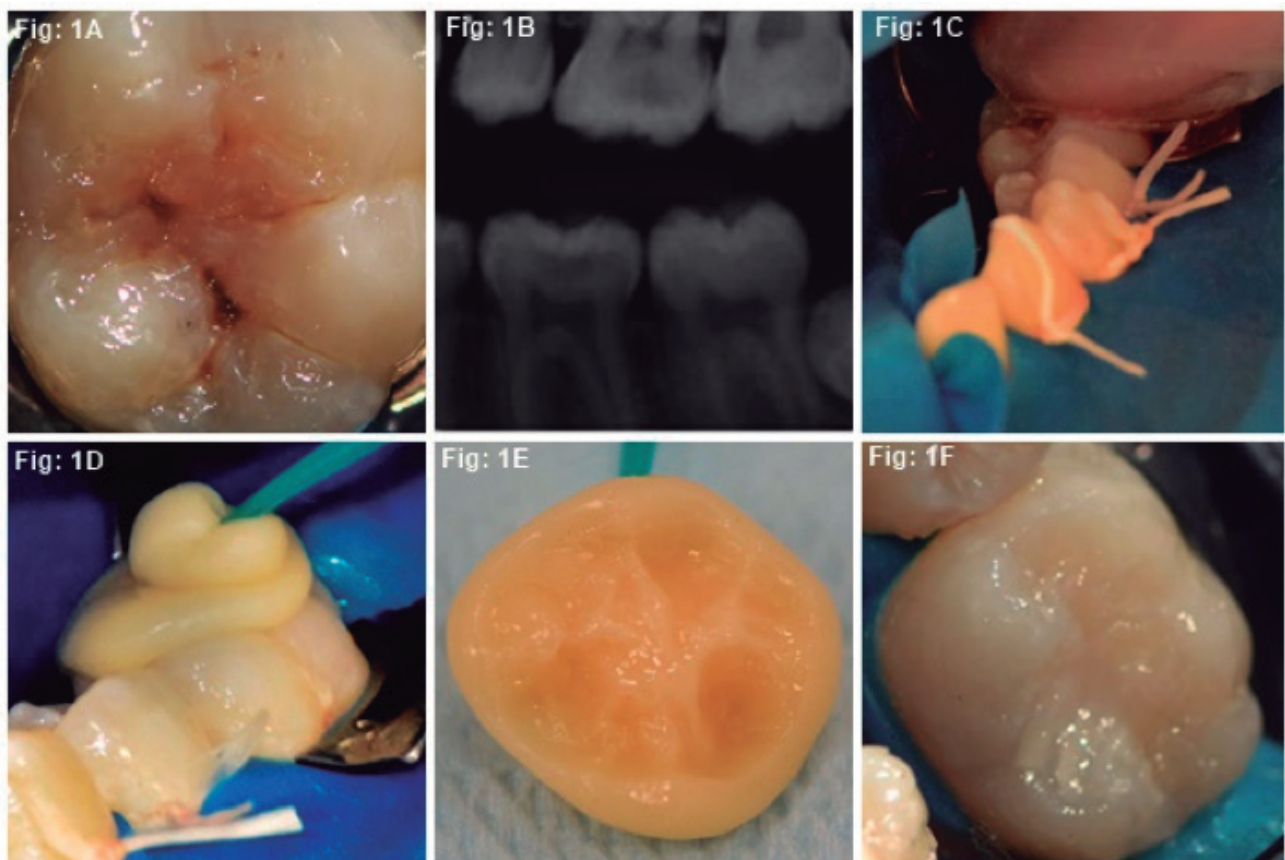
Aspecto inicial del diente 36; 1B) Radiografía interproximal; 1C) Envaselinado del diente; 1D) Confección de la réplica oclusal con el vástago del Microbrush insertada en el material restaurador temporal fotopolimerizable en el color A3 (Applic - Maquira); 1E) Vista interna de la matriz oclusal; 1F) Aspecto final de la restauración
